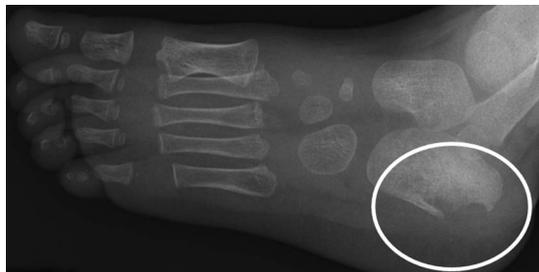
踵骨単純X線像。左踵骨に骨融解像を認めた。
